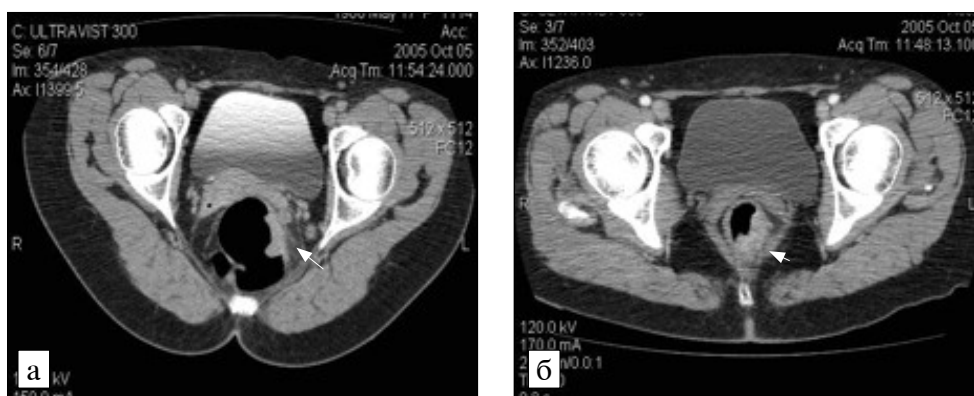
Компьютерная томографическая колонография в ранней артериальной фазе.
